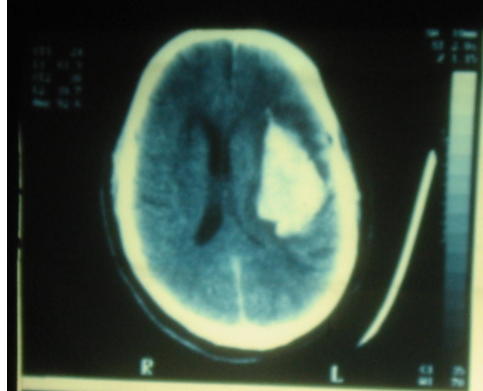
CT-Scan não 8 ngày sau mổ
